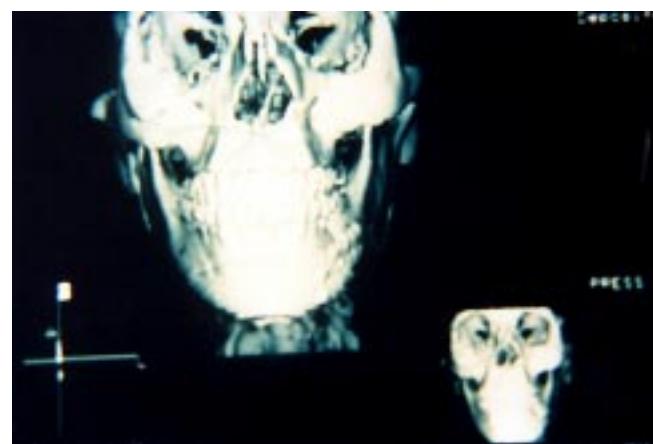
Tomografía tridimensional de control en donde se aprecia osteointegración adecuada del injerto.
